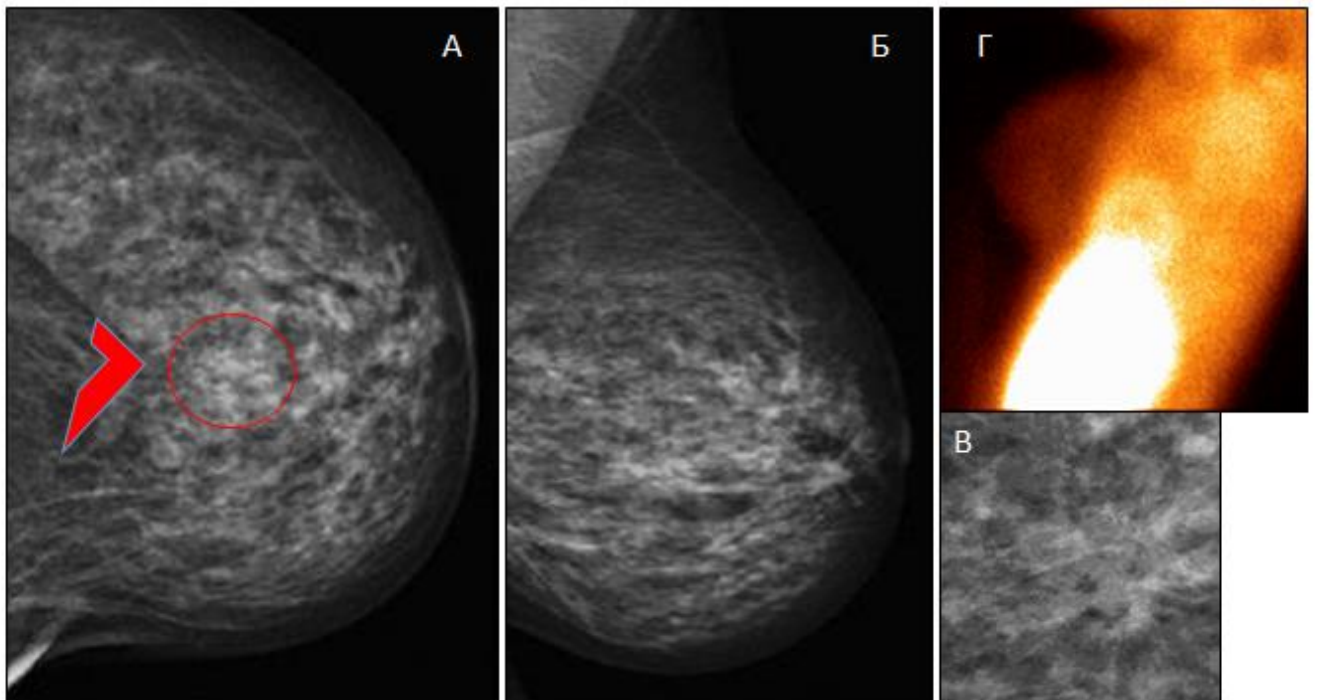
Маммограммы (А – медиолатеральная проекция (CC), Б – краниокаудальная проекция (MLO), В – с увеличением и Г – маммосцинтиграфия) 42-летней пациентки с непальпируемым образованием левой молочной железы (носитель мутации гена BRCA-1). На маммограммах в MLO (Б), CC (А) проекциях и при увеличении (В) в левой железе на фоне самой высокой рентгеновской плотности тканей молочной железы (D-тип) в центре железы выявляется фокус нарушения архитектоники с плотным центром, имеется симптом «локтя».
